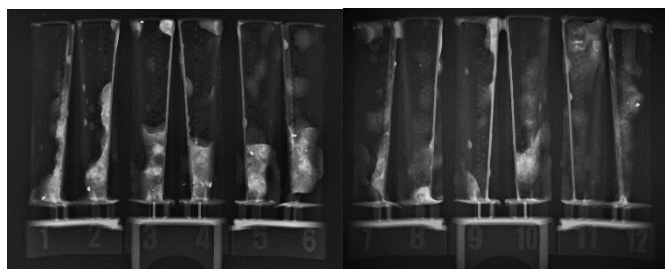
controllo radiografico dei frustoli
